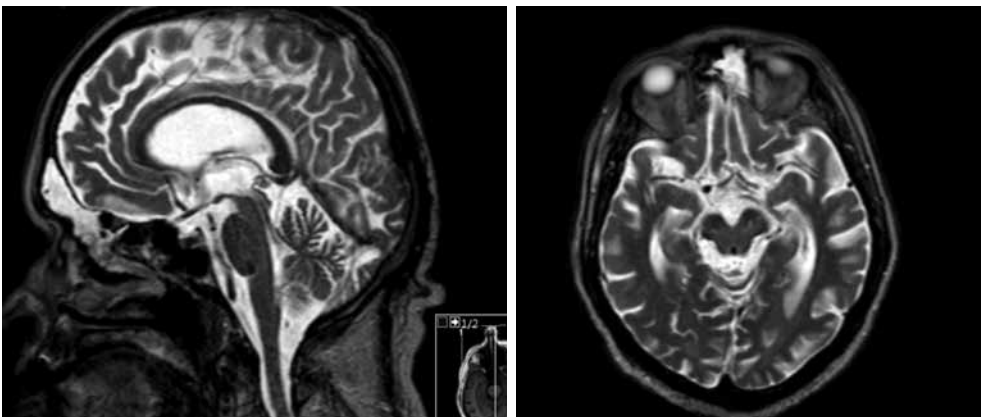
Beyin manyetik rezonans görüntüleme.
